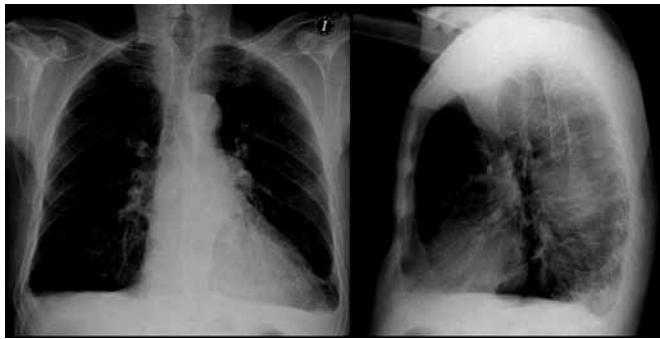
Radiografía de tórax, proyección posteroanterior y lateral: aumento de densidad en hilio izquierdo, en la placa lateral se confirma la localización de la densidad en el mediastino medio, estos hallazgos son sugestivos de aneurisma de aorta descendente
